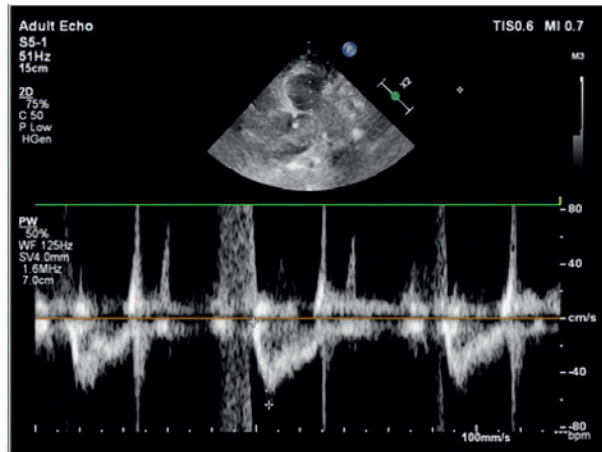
Ecocardiografie. PSAX-TAP: Timpul de accelerație la artera pulmonară cu valori reduse (55 msec)
